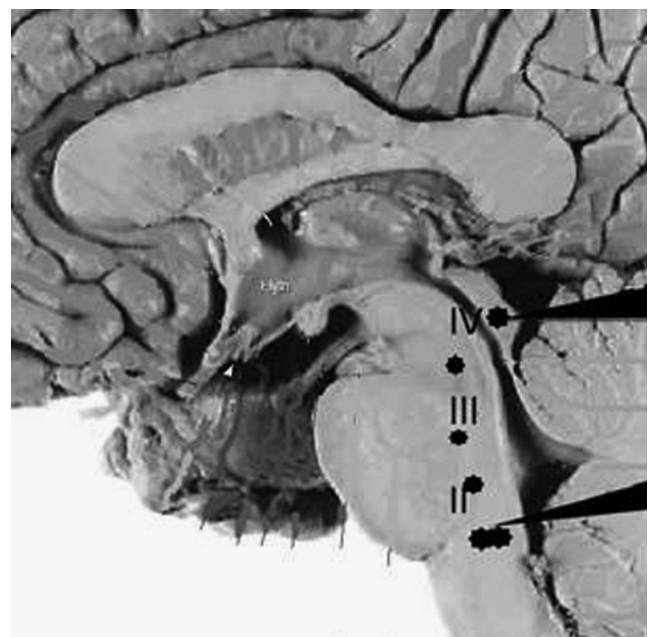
Анатоми-томографічні відповідності компонентам генерації викликаних потенціалів (цифри II—IV позначено 2—4 компоненти СВПМС, стрілками — 1 та 5)
